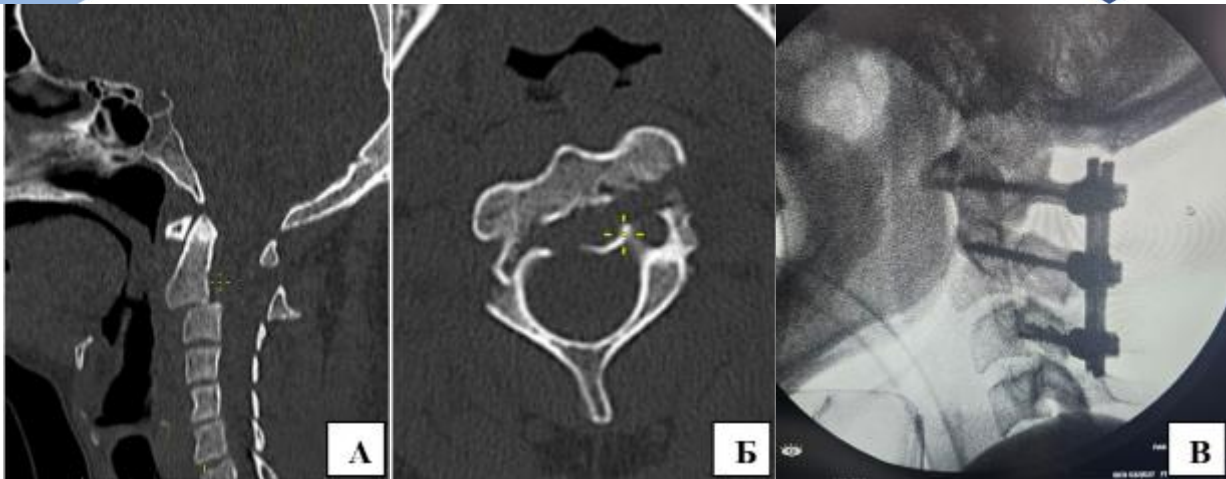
А, Б - МСКТ, сагиттальный и аксиальный срез. Пациент Б., 32 года. Визуализируется нестабильный перелом дуги С2 с передним смещением тела позвонка - типичный вид перелома Хангмана (перелом по типу II по классификации Effendi/Levine). В - Рентгенограмма в боковой проекции после оперативного лечения. Выполнена задняя стабилизация С1–С3 с установкой транспедикулярных винтов и соединительных стержней. Обеспечена жёсткая фиксация повреждённого сегмента.
